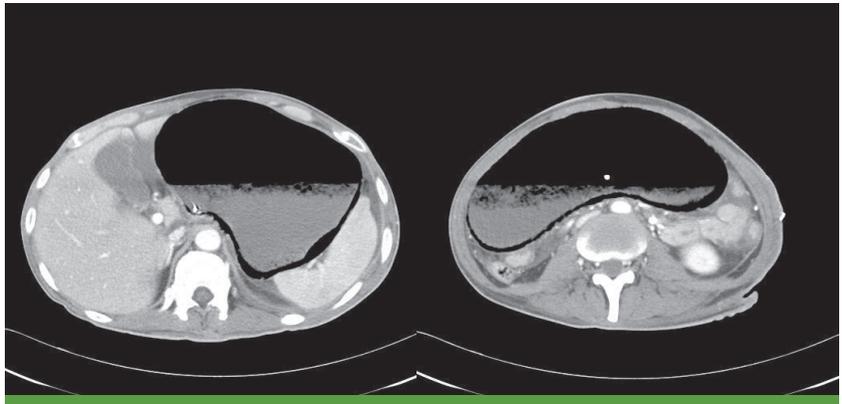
Computed tomography (CT) scan of the abdomen show extensive air shadow along the entire gastric wall and massively distended stomach.
